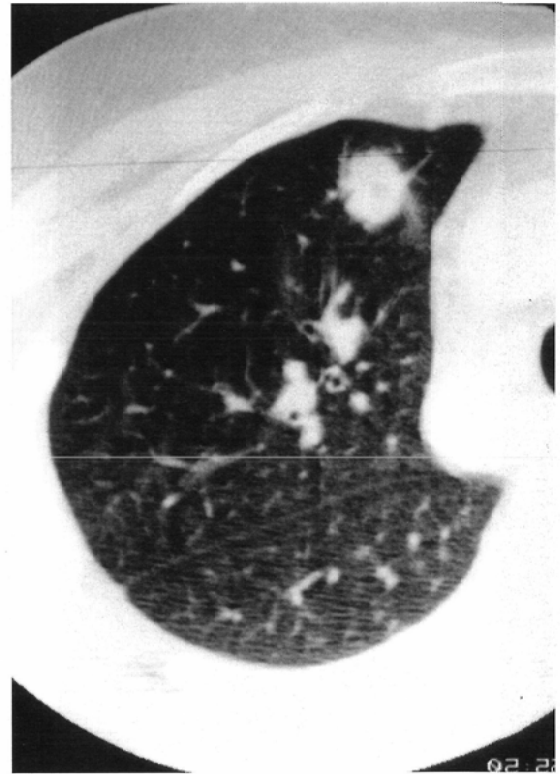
HRCT image showing nodular type of cryptococcosis. It is difficult to differentiate this nodule from lung cancer based on the CT findings.
